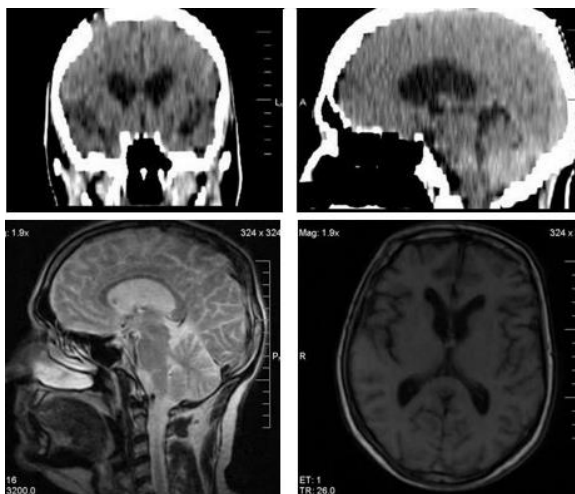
Imágenes de la TC simple (bloque superior) y de la IRM de cráneo (bloque inferior) realizada antes del egreso.
